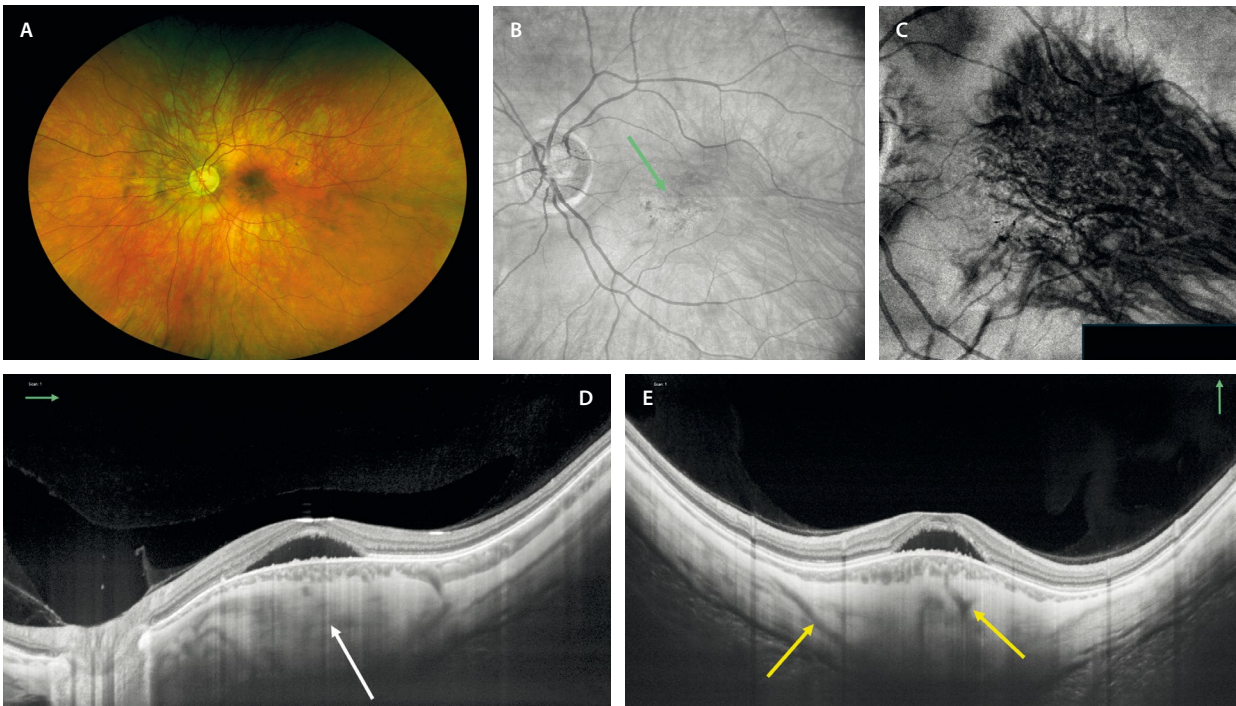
Mácula en forma de cúpula. A) Imagen de la retinografía en color sin denotar un estafiloma claro. B) Imagen *en face* de la tomografía de coherencia óptica en la que se observan vasos coroideos dilatados posteriorizados a nivel macular, asociando una epiteliopatía macular (flecha verde). C) En la imagen *en face* de la angiografía por tomografía de coherencia óptica segmentando la coroides, se puede apreciar mejor la posteriorización de la vorticosa que puede ocurrir en estos miopes. D) Imagen de un corte horizontal de la tomografía de coherencia óptica donde se aprecia fluido subretiniano en una zona con engrosamiento coroideo y escleral, con protrusión marcada por parte de la esclera (flecha blanca, estafiloma invertido). E) El corte vertical de la tomografía de coherencia óptica muestra hallazgos similares, pero además se evidencian múltiples vasos perforantes esclerales (flechas amarillas).
